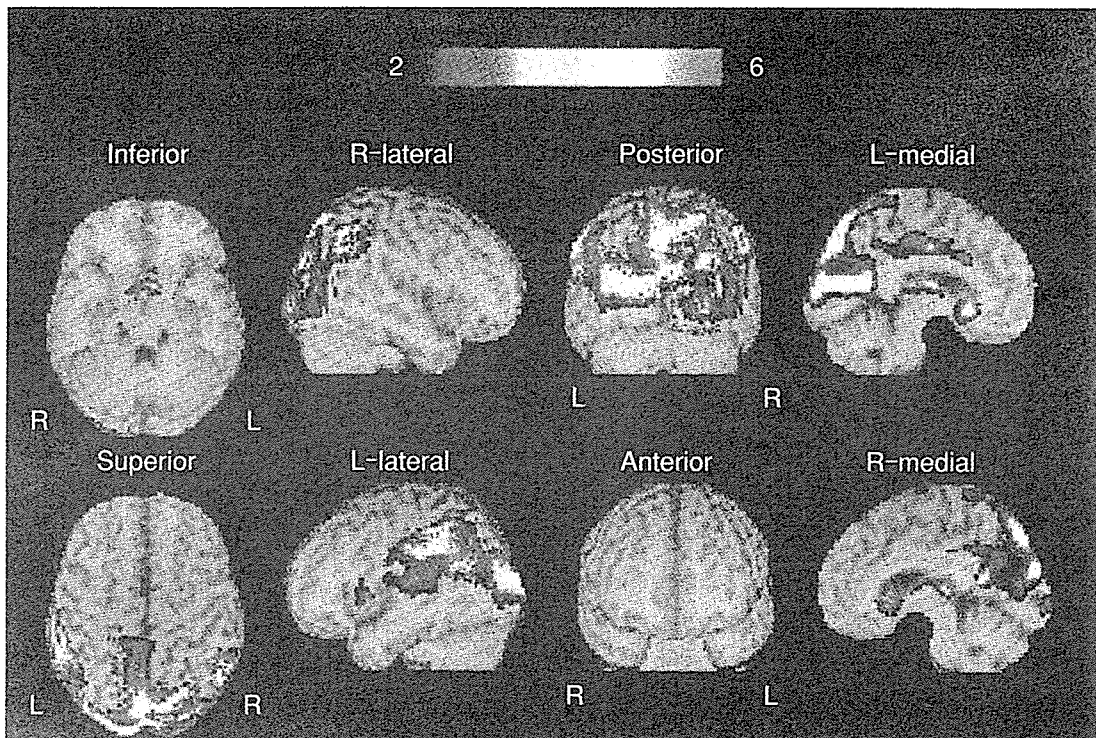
ECD-SPECT の画像統計解析 (easy Z-score imaging system)
